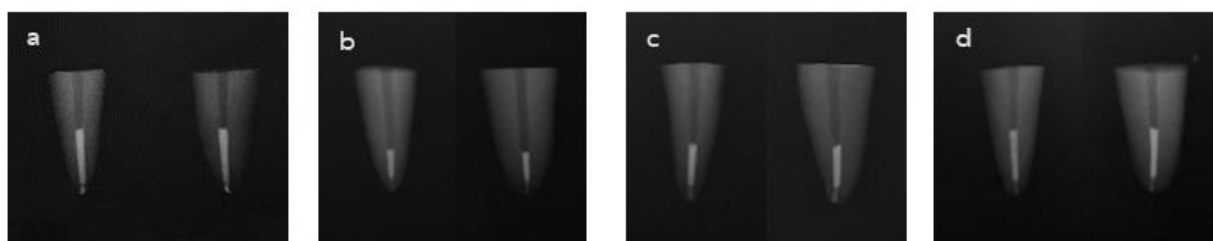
Radiographic of root canal filling after post space preparation in mesiodistal and labiopalatal directions
